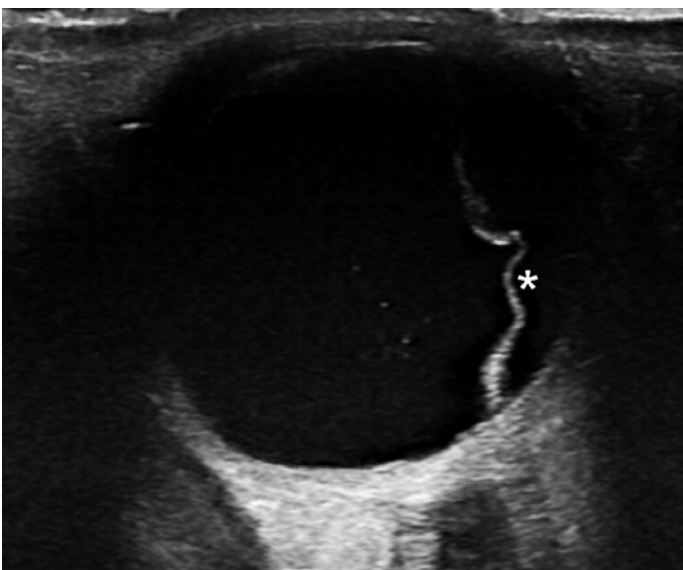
Sonographie des linken Auges im Querschnitt. Hypoechogener Bulbus oculi; die Netzhaut (Stern) stellt sich im lateralen Anteil (rechts im Bild) als hyperechogene laminäre Struktur dar.
